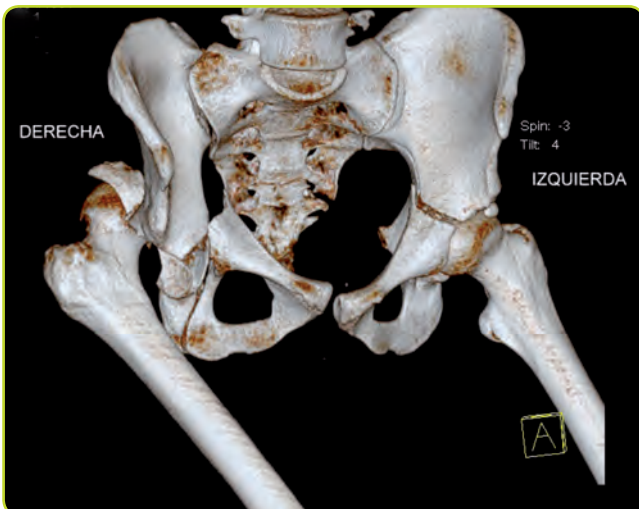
Reconstrucción 3D de una TC pélvica: fractura-luxación de cadera derecha y fractura de ambos acetábulos.
